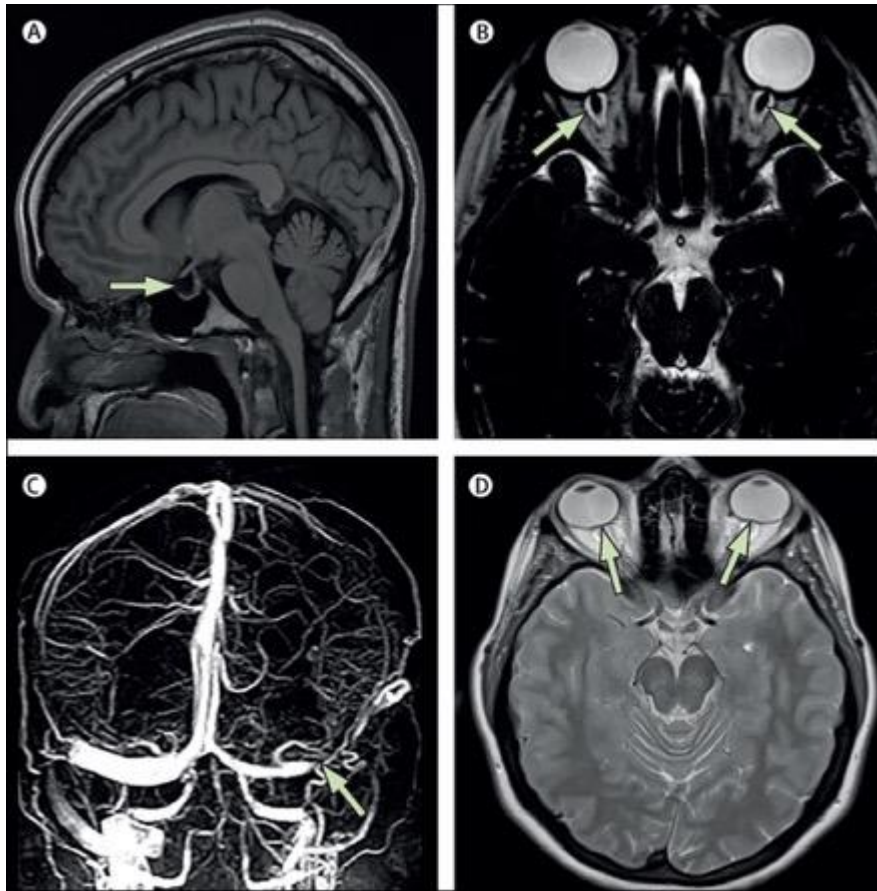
MRT Befunde bei Pseudotumor cerebri [43]
